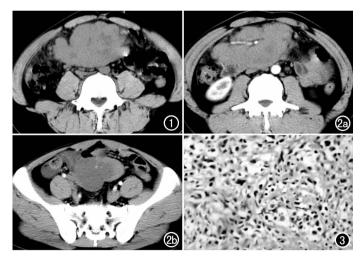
CT平扫示中下腹部巨大肿块,境界清楚,边缘分叶状,密度 欠均匀,肠管向周围推压移位。 图2 CT增强扫描动脉期示肿 块中度强化,其内低密度区无强化,肠系膜上血管被包裹。a) 中 腹部层面; b) 下腹部层面。 图 3 镜下示肿瘤细胞为多边形, 胞浆呈嗜酸性,胞核大小不等,可见多分裂相(×100,HE)。
